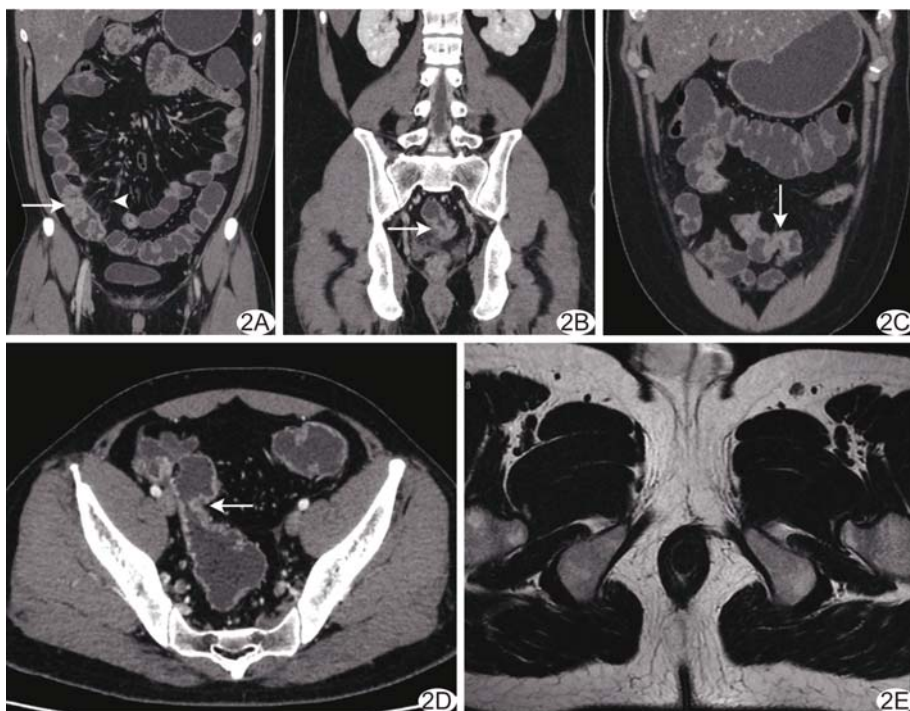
患者男,28岁,CD患者不合并肛瘘 A~D. CTE 冠状位增强扫描见回盲部及邻近升结肠肠壁增厚,明显强化(A,箭),病变肠壁外缘系膜小血管增多,呈“梳样征”(A,箭头),乙状结肠—直肠交界处肠壁增厚(B,箭),横结肠未见明显异常,乙状结肠局部肠壁增厚(C,箭);CT 轴位增强扫描见乙状结肠左侧壁肠壁增厚并明显强化(D,箭); E. 肛管 MR 轴位 T2WI 图像未见明显异常信号
